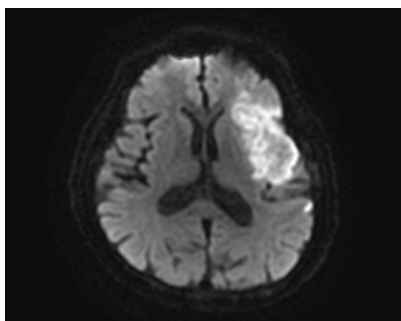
Brain MRI DWI (9/07).
